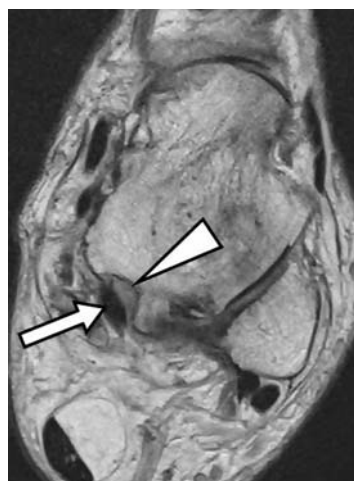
Дислокация сухожилия длинного сгибателя большого пальца стопы. На PD FSE томограмме в аксиальной проекции определяется пустая костная борозда сухожилия длинного сгибателя большого пальца (треугольная стрелка), сухожилие смещено кзади (обычная стрелка).
